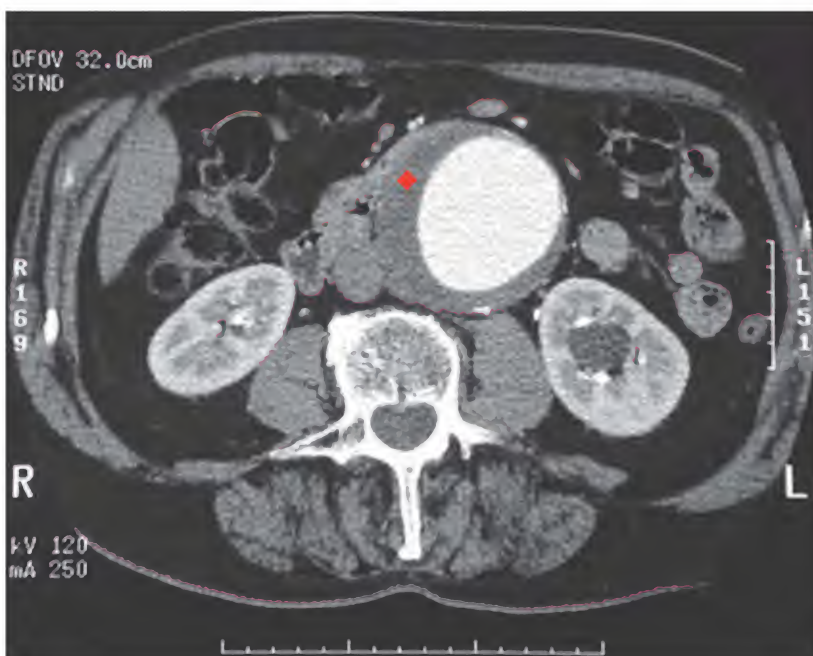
Aneurisma aórtico, tomografía computarizada
